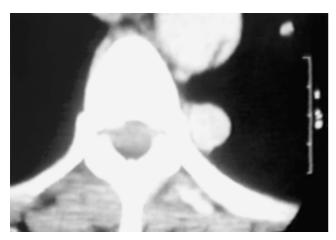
La TC revela una masa paraespinosa izquierda a nivel de T5-T6.
